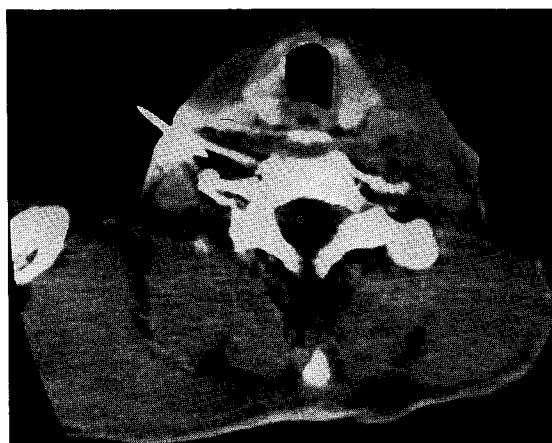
CT image at the same level of Fig. 1, after injection of 0.4 ml of lidocaine and isovist mixture showing stellate ganglion adjacent to head of the 1st rib. We performed radiofrequency thermocoagulation at this point.
